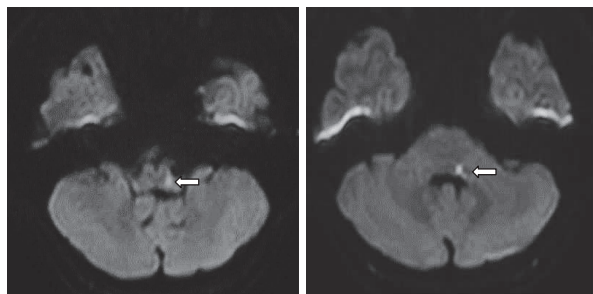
颅脑 DWI 示延髓-脑桥背侧偏左新发脑梗死
